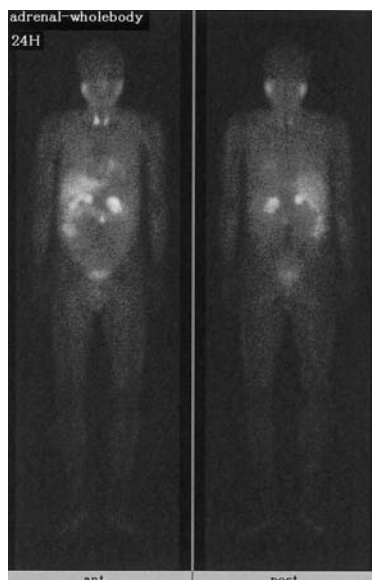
MIBG scintigraphy showed increased radio-nuclide uptake in the bilateral adrenal gland and the lymph node.
